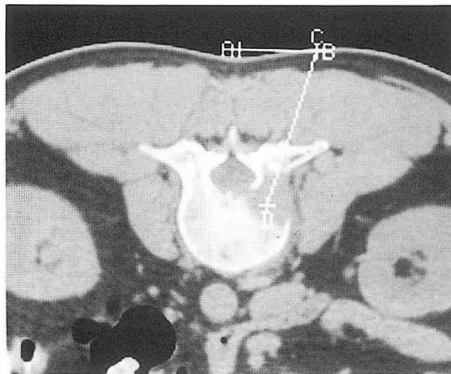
CT scan of transpedicular biopsy approach of a vertebral body lesion.
